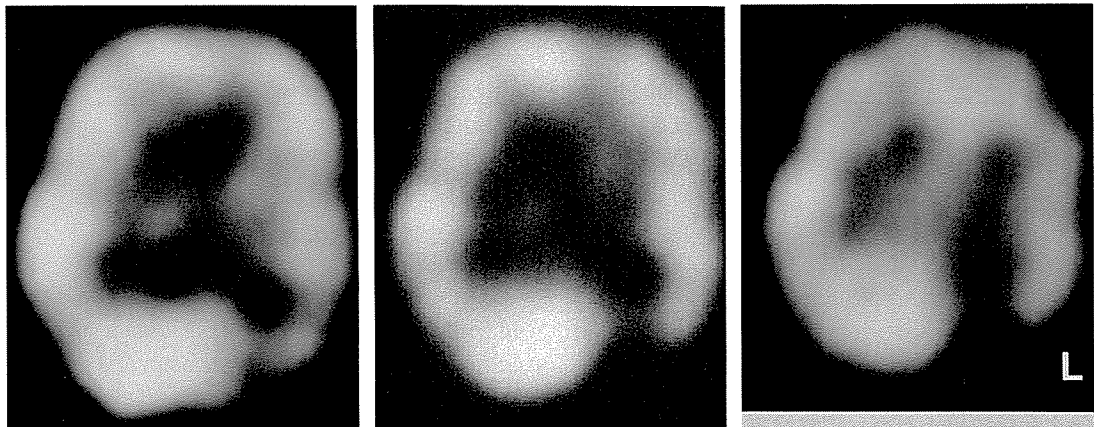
第8病日の¹²³I-IMP-SPECT 陳旧性病巣を含む左後頭・頭頂葉に血流欠損部があり, その周辺の左右後頭葉では明らかな血流増加の所見を認めた
